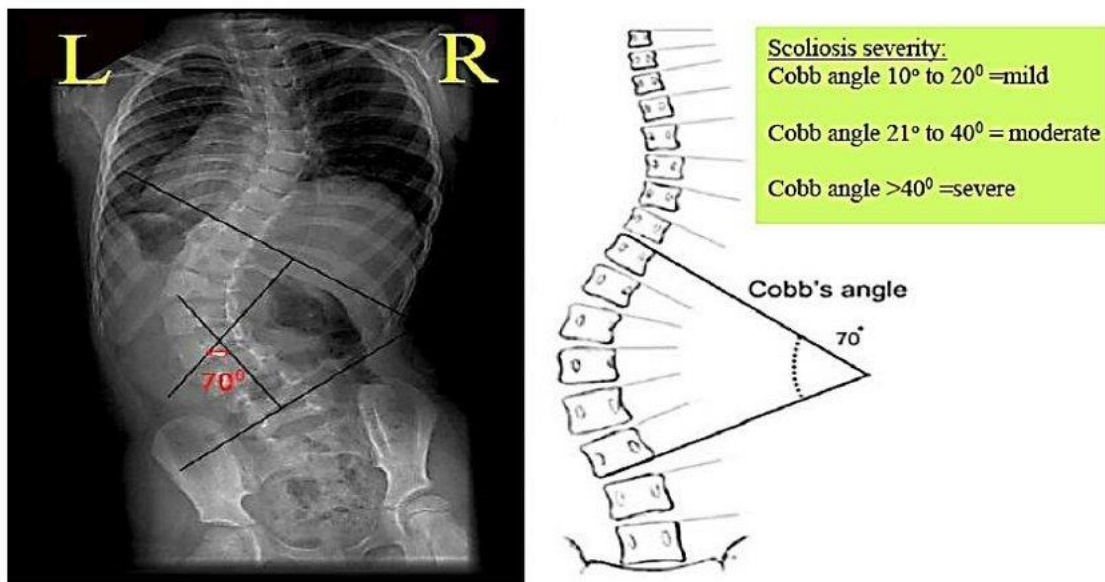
Кут Кобба та типове рентгенологічне зображення хребта у задньо-передній проекції [73, 74].
